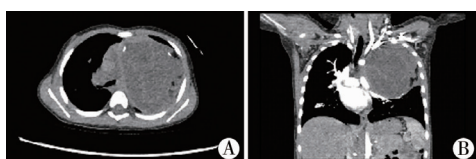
纵隔畸胎瘤影像学表现(病例 2) A:胸部 CT 平扫显示:左前上纵隔巨大囊实性占位,边界尚清,范围约 8.1 cm × 7.6 cm × 9.2 cm,实性区以脂肪组织为主,病灶边缘可见斑片状钙化,病灶与胸腺关系密切; B:胸部增强 CT 扫描显示:纵隔占位内分隔可见轻度强化,左上肺受压,气管及左主支气管受压右移,管径变细(50%),相邻纵隔大血管受压,纵隔内未见明显肿大淋巴结
